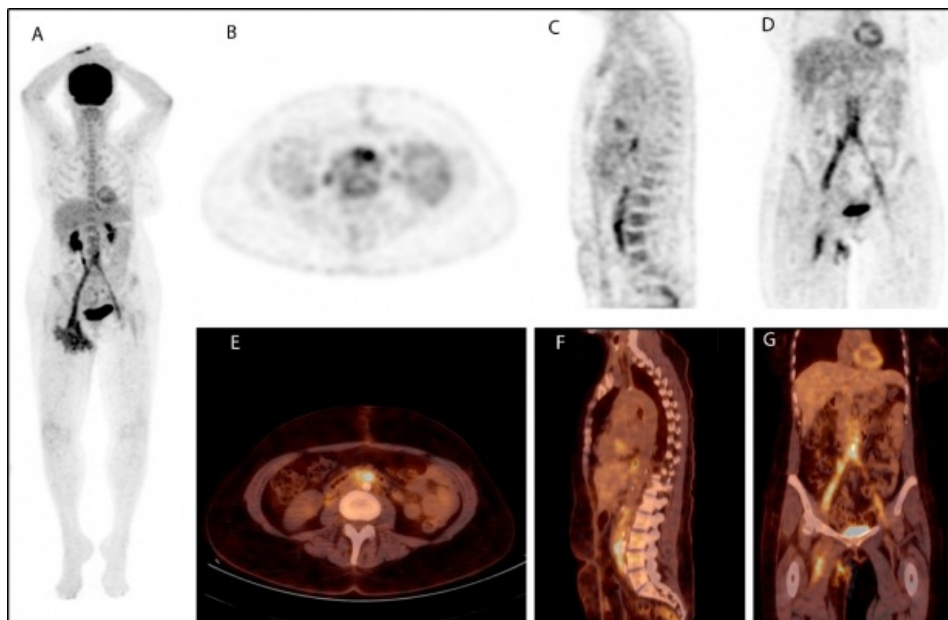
18F-FDG PET/TC. A: MIP. B, C, D: PET en cortes axial, sagital, coronal. E, F, G: imágenes de fusión en cortes axial, sagital y coronal. Se evidencia elevada actividad metabólica (SUVmáx 6,36), superior al pool vascular, tejidos circundantes e incluso superior a la actividad hepática, de disposición lineal, difusa y homogénea que rodea toda la circunferencia del by-pass aorto-bifemoral desde la bifurcación aórtica hasta las femorales.
